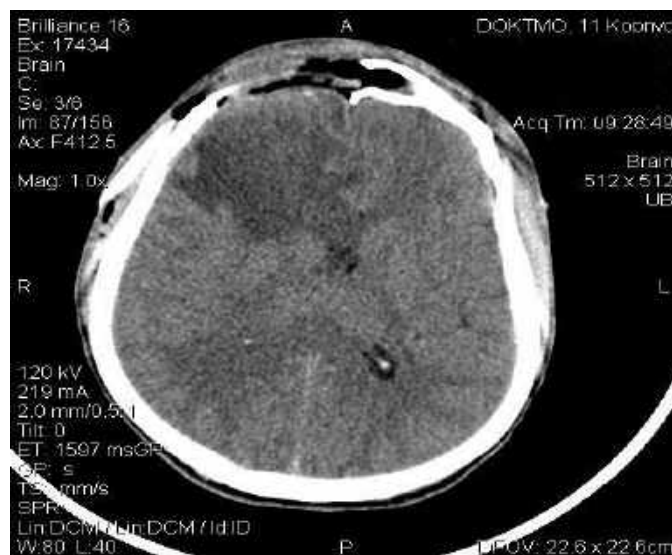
Спостереження №60. Хворий С-ко, 22 роки (історія хвороби №19252). Післяопераційне КТ головного мозку.
